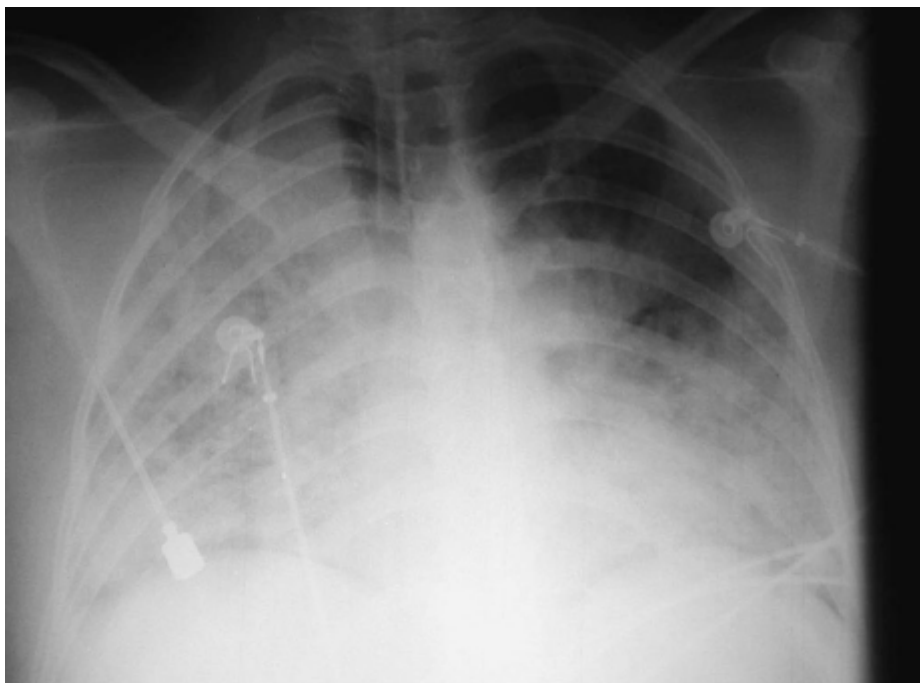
Radiografia obtida de paciente com síndrome do desconforto respiratório agudo na qual fica evidente a hiperinsuflação extrema do balonete alargando com nitidez o lúmen da traqueia.
